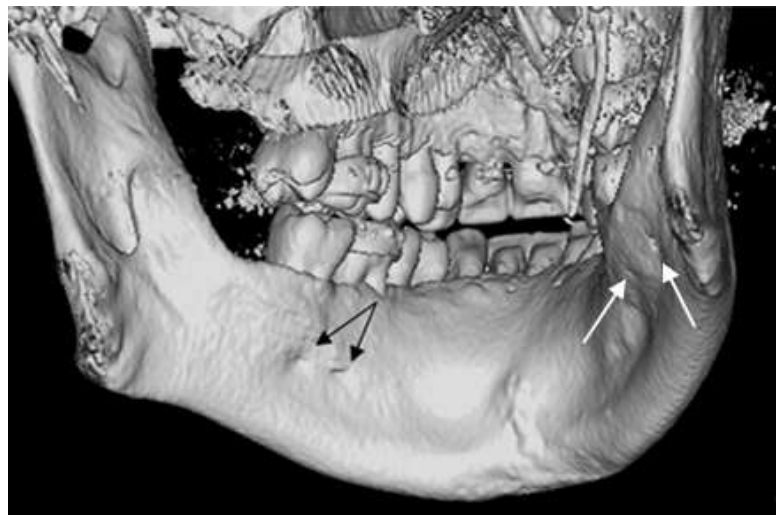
Комп'ютерна томограма щелепових кісток із 3- D реконструкцією. Візуалізуються кісткові отвори на внутрішній поверхні тіла нижньої щелепи в проекції верхівок коренів молярів (показано стрілками)
